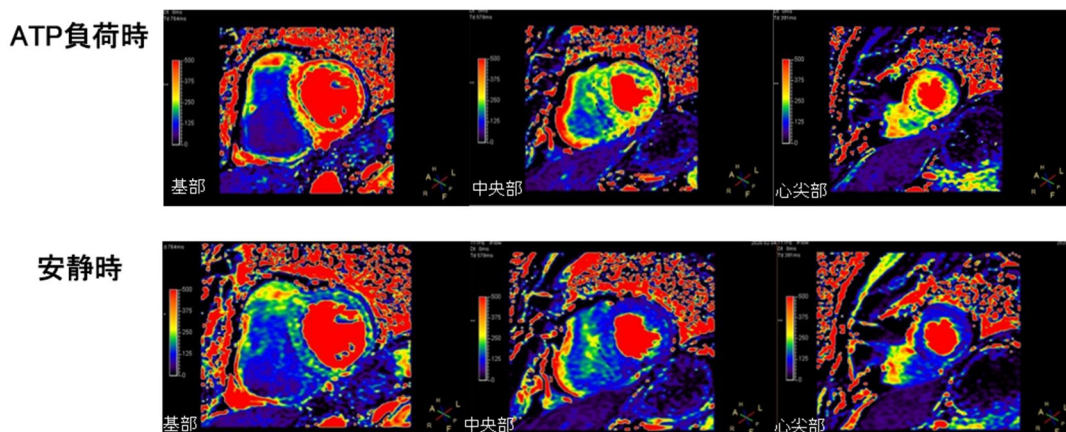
Dual-sequence 法による心筋血流 MRI からピクセル毎に計算された心筋血流マップ
